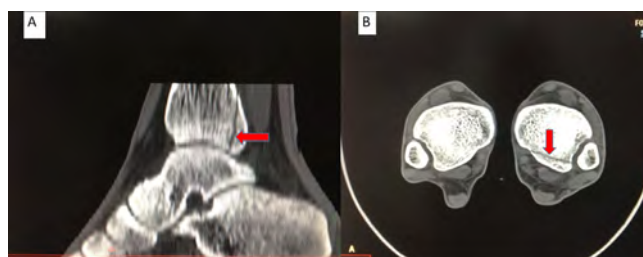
Isolated posterior malleolar fracture on the lateral [Figure 2A] view and transvers [Figure 2B] view of Computerized Tomographic evaluation of the lower leg
